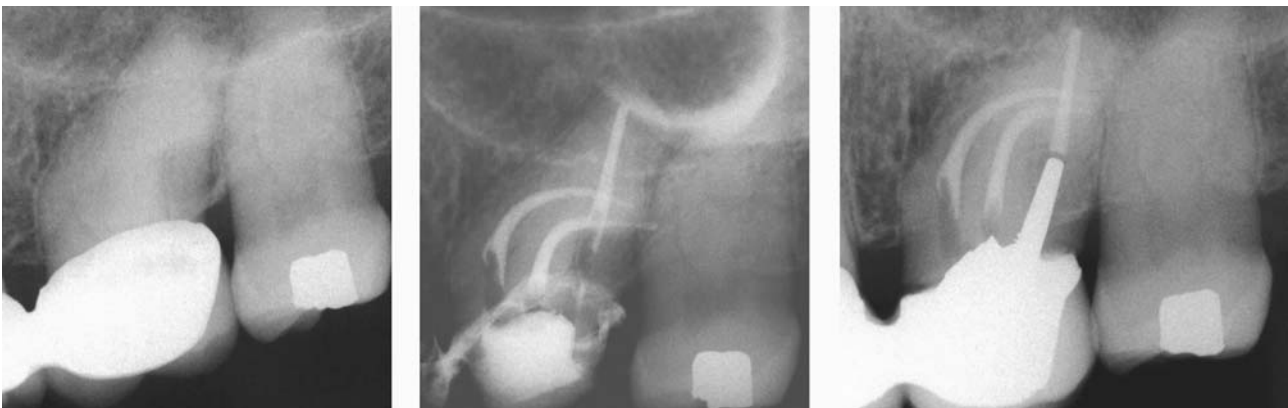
Primera molar superior izquierda con curvas severas en raíces vestibulares, instrumentadas con Sistema Mtwo. Izquierda: radiografía preoperatoria. Centro: radiografía postoperatoria. Izquierda control molar rehabilitado 18 meses después de la endodoncia donde se observan ápices sanos con cortical ósea normal y espacio de ligamento periodontal uniforme Dr. Javier Caviedes Bucheli.
